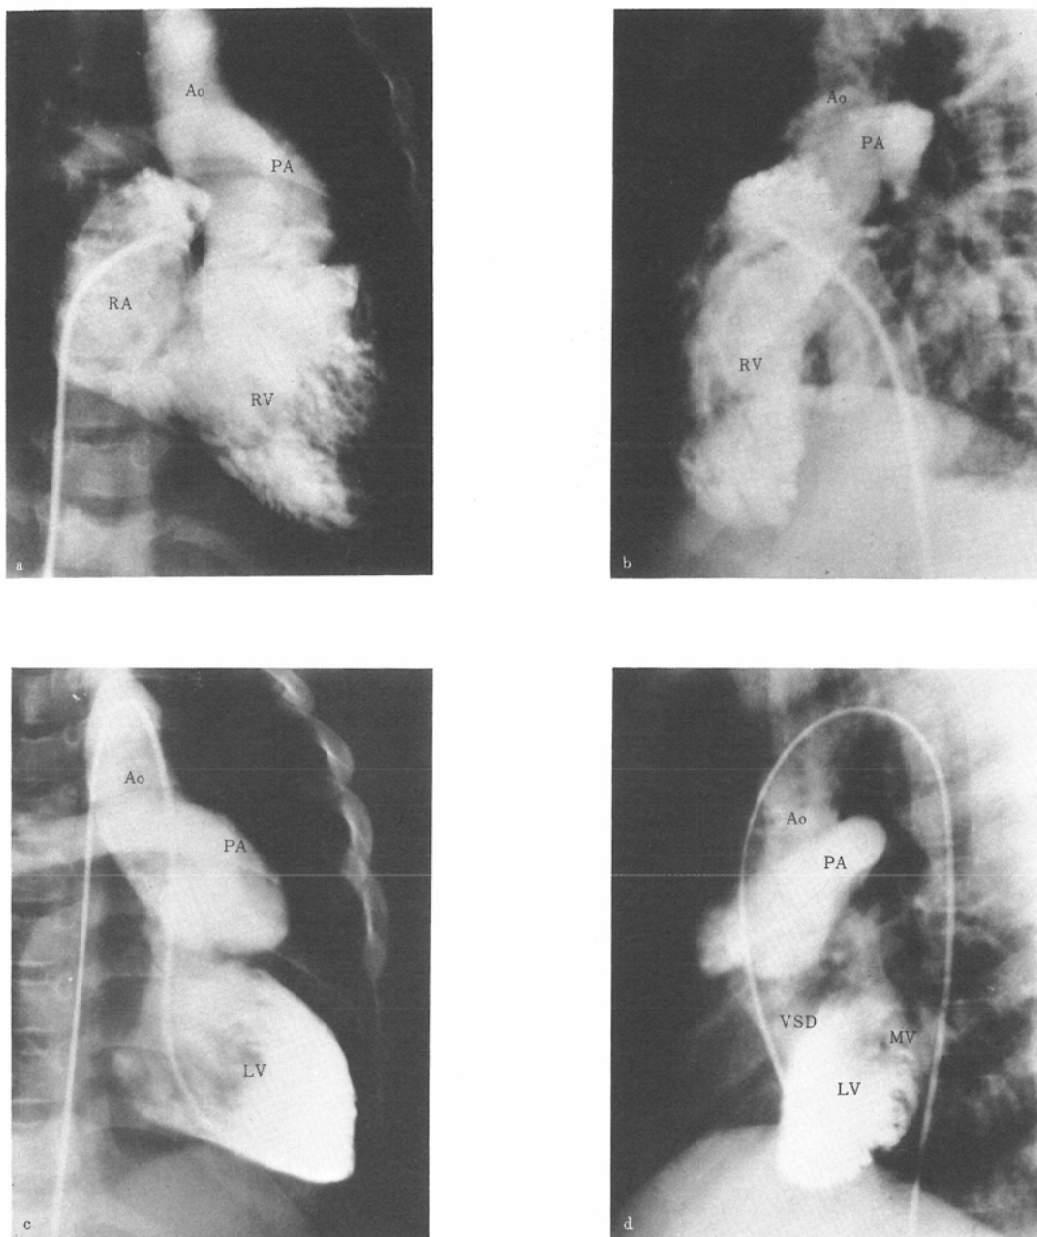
Truncus arteriosus communis with agenesis of the left pulmonary artery: {S,D,D} TAC. Selective angiocardiograms.
